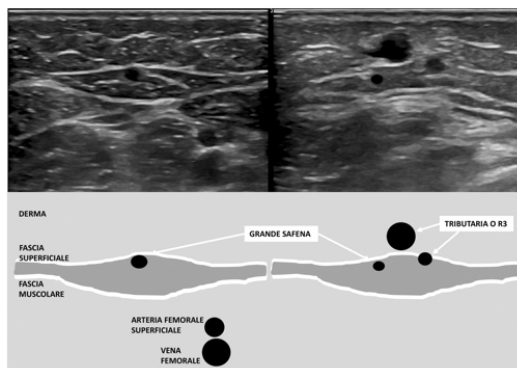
Sinistra: immagine ecografica B-mode del biomarcatore ultrasonografico della vena grande safena rappresentata dal cosiddetto occhio egizio, ove le 2 palpebre costituiscono lo sdoppiamento della fascia superficiale che accoglie, in scansione trasversale, il circoletto nero della vena grande safena. Destra: l'occhio safenico permette di distinguere la grande safena da una sua tributaria, sempre insonata trasversalmente, colta mentre buca la fascia superficiale e si continua nel derma dilatandosi ulteriormente.
